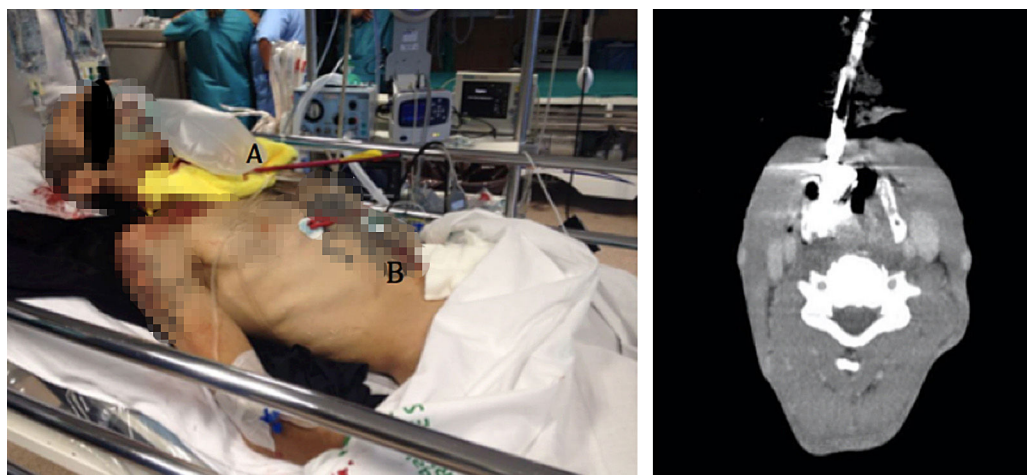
A la izquierda: paciente a su llegada. Se observa punta de flecha alojada en la región cervical (A) y punto de entrada de la herida en epigastrio (B). A la derecha: corte transversal de la tomografía computarizada, donde se evidencia el proyectil impactado en la vía aérea.
